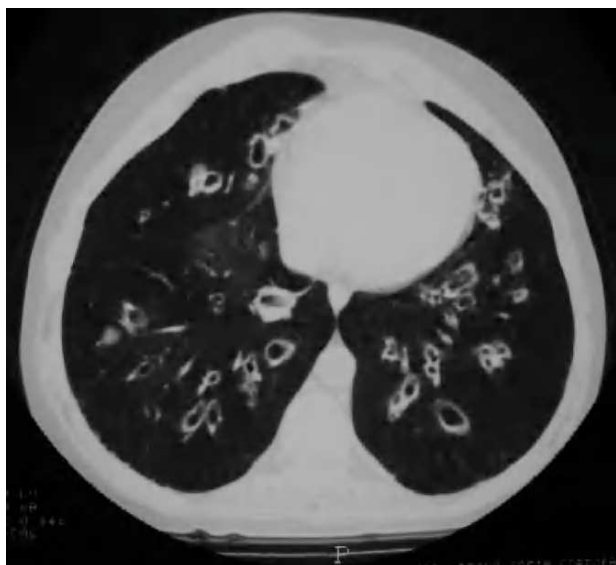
Tomografía axial computarizada de alta resolución de tórax antes del trasplante pulmonar. Se aprecian bronquiectasias saculares bilaterales, de predominio central, con áreas de hipoventilación distales a ellas, junto a engrosamiento de las paredes bronquiales.
